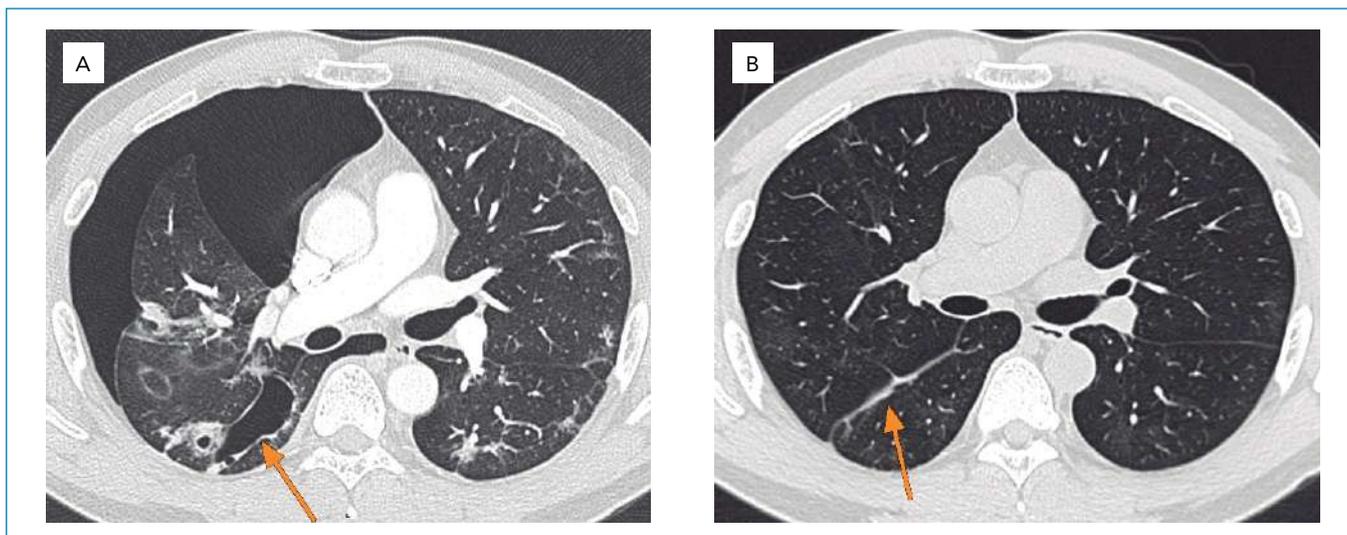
Imagem axial de tomografia de tórax de A) 08/05/2020 e de B) 21/07/2020. Setas mostrando pneumotórax e resolução do pneumotórax pós drenagem tardia.
